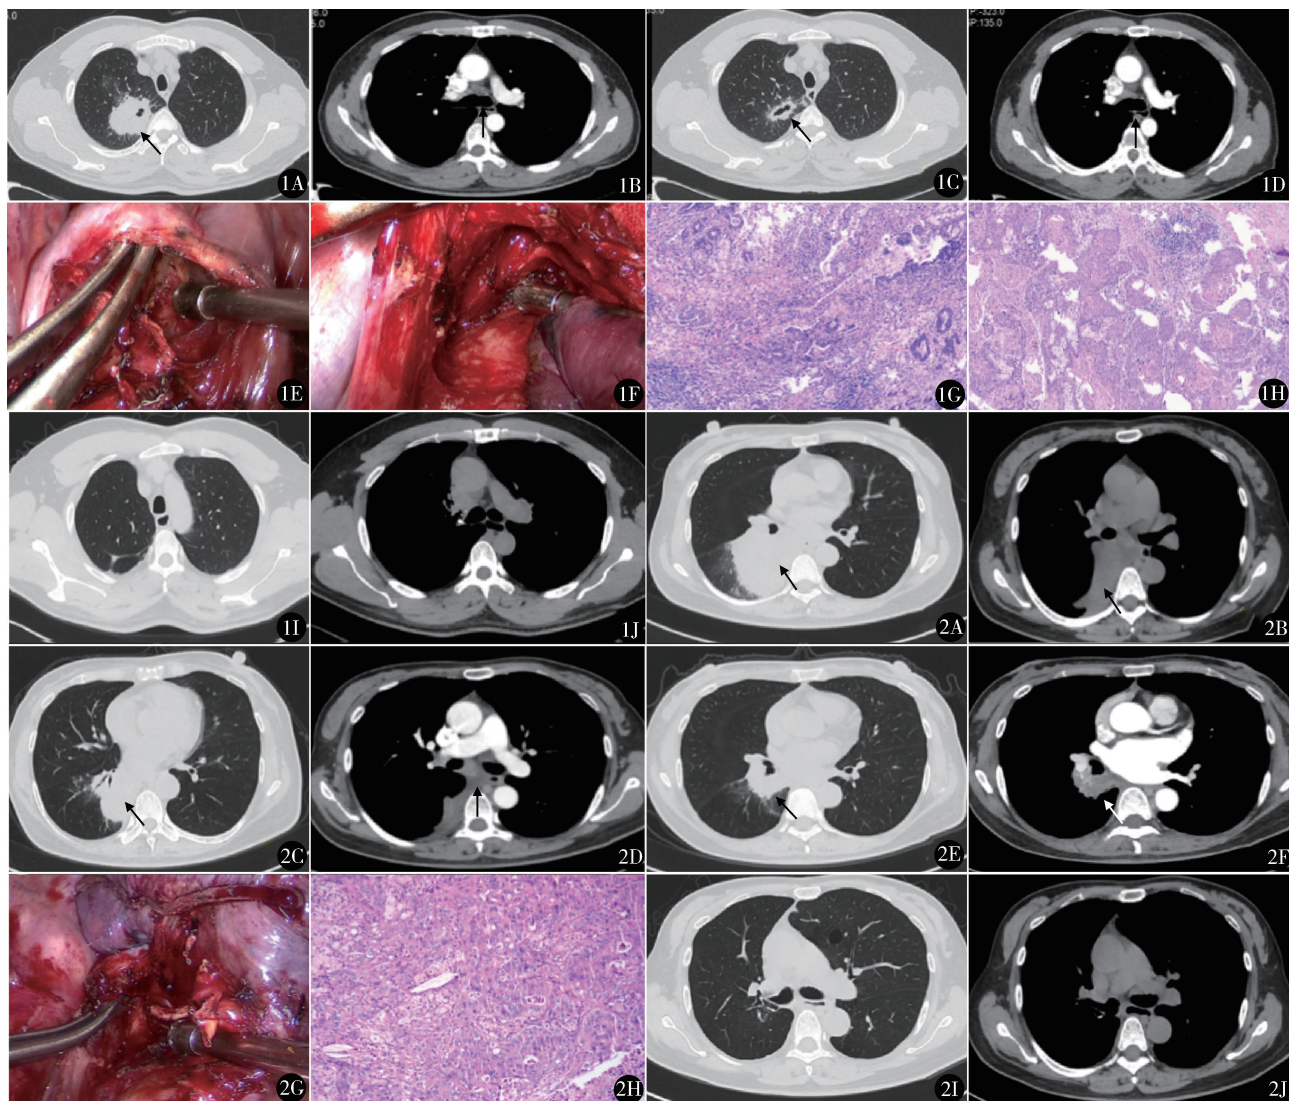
A. 治疗前胸部 CT 提示右上肺占位, 大小约 5.3 cm × 5.1 cm, 内含小空洞; B. 治疗前 2、4 组淋巴结肿大、融合, 增强扫描后不均匀强化; C. 新辅助靶向治疗后复查 CT, 肿瘤明显缩小, 大小约 2.6 cm × 2.4 cm, 壁厚变薄; D. 新辅助靶向治疗后复查 CT, 2、4 组淋巴结缩小; E. 胸腔镜下清扫 2、4 组淋巴结; F. 胸腔镜下清扫 7、8 组淋巴结; G. 肿瘤腺癌成分: 癌细胞形成不规则的腺体或腺样结构, 核大小不一 (HE 染色 ×200); H. 肿瘤鳞癌成分: 癌细胞呈片状或不规则巢状, 细胞境界不清, 核仁明显 (HE 染色 ×200); I. 2021 年 3 月复查胸部 CT 肺窗示余肺复张良好; J. 2021 年 3 月复查胸部 CT 纵隔窗示残端未见异常 图 2 A. 治疗前胸部 CT 示右下肺背段占位, 大小约 7.4 cm × 6.8 cm, 合并阻塞性炎症; B. 治疗前胸部 CT 示隆凸下淋巴结肿大、融合; C. 新辅助化疗 2 个周期后复查 CT, 肿瘤缩小, 大小约 5.8 cm × 5.0 cm; D. 新辅助化疗后纵隔淋巴结稍缩小; E. 靶向治疗 3 个月复查 CT, 肿瘤明显缩小, 大小约 3 cm × 4 cm; F. 靶向治疗后复查 CT, 纵隔窗示淋巴结缩小, 中间干支气管周围组织较前清晰; G. 胸腔镜下肿瘤切除后清扫隆凸下淋巴结; H. 浸润性腺癌, 实性型: 癌细胞形成不规则的腺体或腺样结构, 核大小不一, 可见核分裂像 (HE 染色 ×400); I. 2021 年 10 月复查 CT 肺窗示余肺复张良好; J. 2021 年 10 月复查 CT 纵隔窗示残端未见异常
